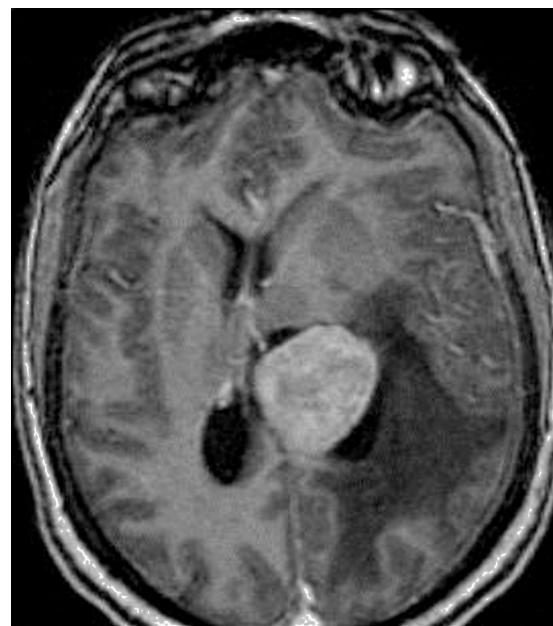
RM axial T1 con gadolinio: masa que ensancha el ventrículo lateral izquierdo, desvía la línea media y genera edema vasogénico. Dx: meningioma intraventricular.
